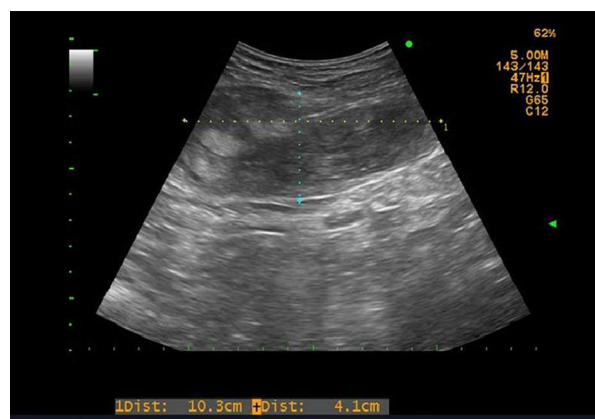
Ecografía abdominal, en la que se observa un engrosamiento del músculo recto anterior del abdomen con un área irregular de ecogenicidad heterogénea de unos 10 cm de eje craneocaudal y 4 cm de eje anteroposterior.
